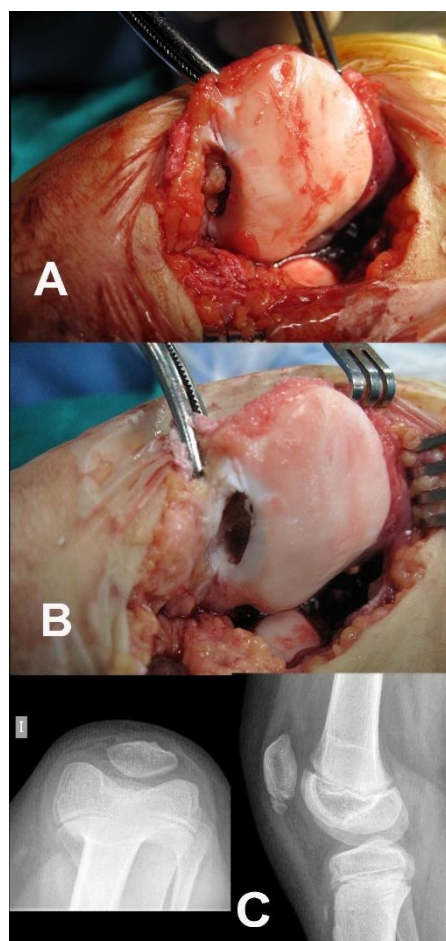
Imágenes intraoperatorias en las que podemos apreciar la artrotomía anterolateral pararrotiliana y el curetaje de la cavidad en el polo inferior de la rótula (a y b). Radiografía simple al año y medio mostrando la cavidad rellena y la presencia de una pequeña calcificación en el polo inferior de la rótula (c).
